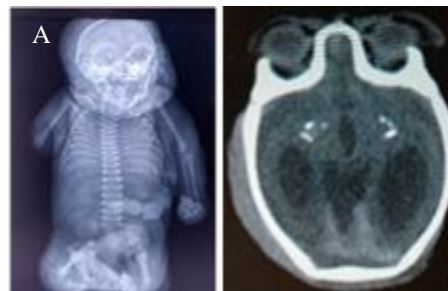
(A) Radiografía AP en donde se observa agenesia radiocubital derecha, con artrogriposis en extremidades inferiores y pie equinovaro. (B) TAC axial en donde se observan calcificaciones subcorticales con lisencefalia, degeneración cortical y ventriculomegalia.
